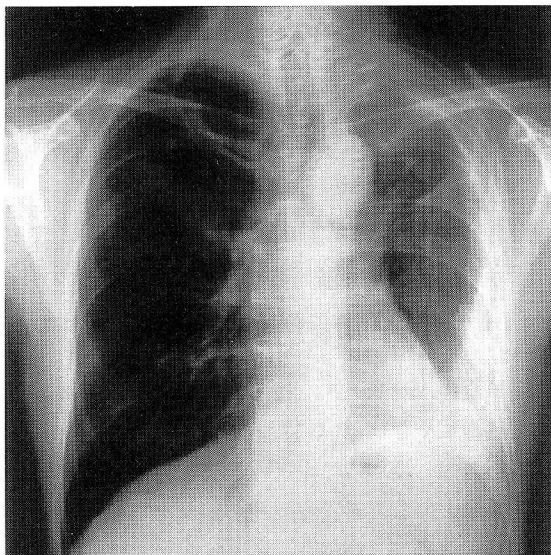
Chest X-ray film on admission
